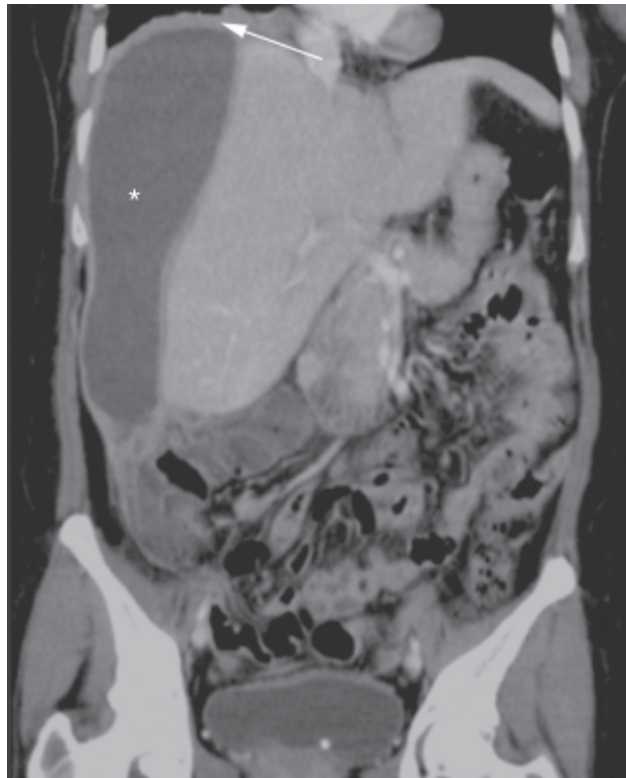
Abscesso subfrênico. Tomografia computadorizada do abdome após administração de contraste, no plano coronal. Volumosa coleção hipoatenuante (asterisco), com realce periférico após administração do contraste, adjacente à borda lateral do fígado, com extensão ao espaço subfrênico, compatível com abscesso. Observar o espessamento reacional da pleura na base do hemitórax direito (seta).
